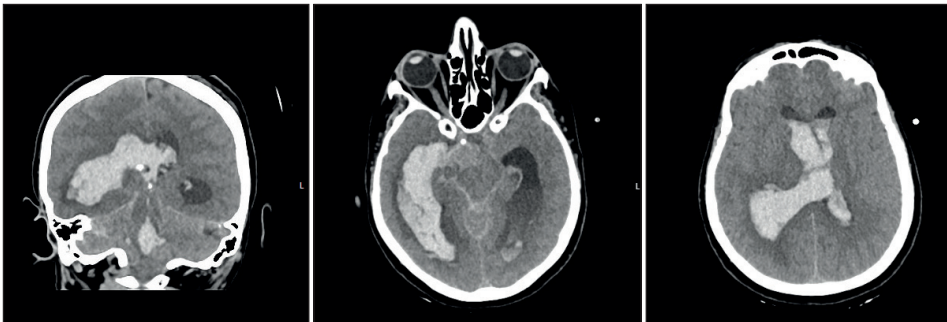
Sol MCA dev anevrizma preoperatif BT ve BT anjio görüntüleri
